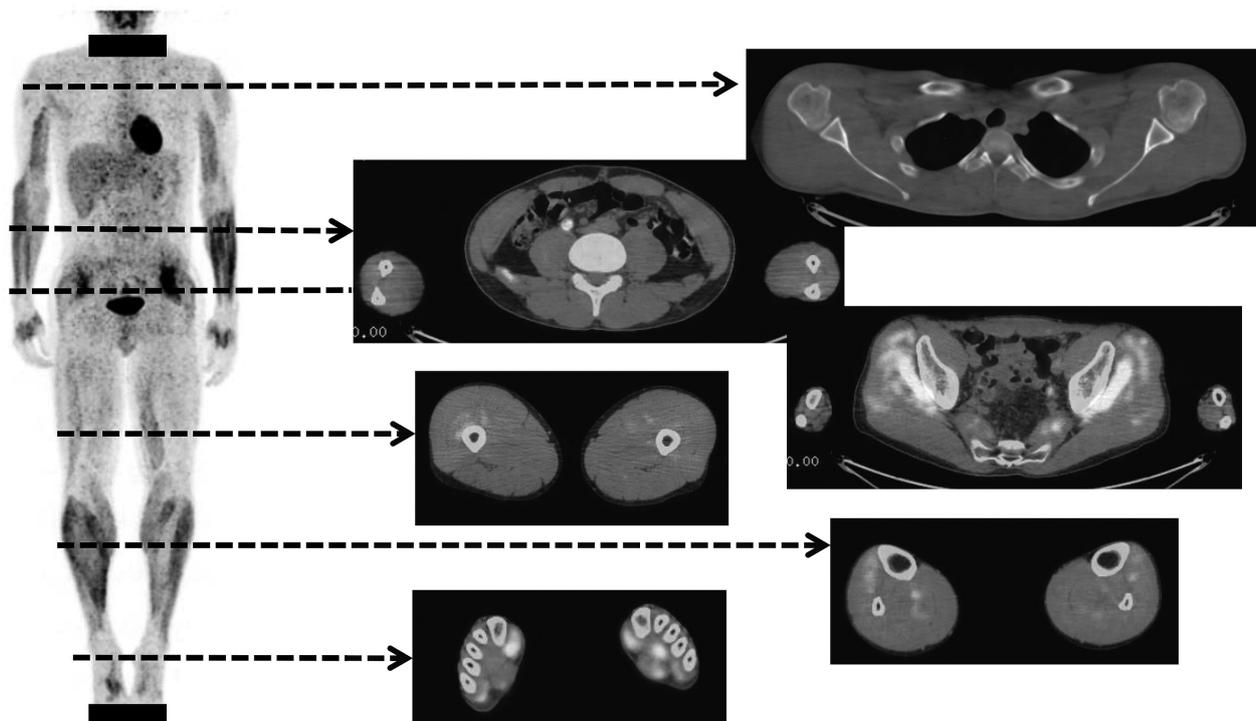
全身73の骨格筋に対してPET-CT画像の断面からSUV値を計測した。
